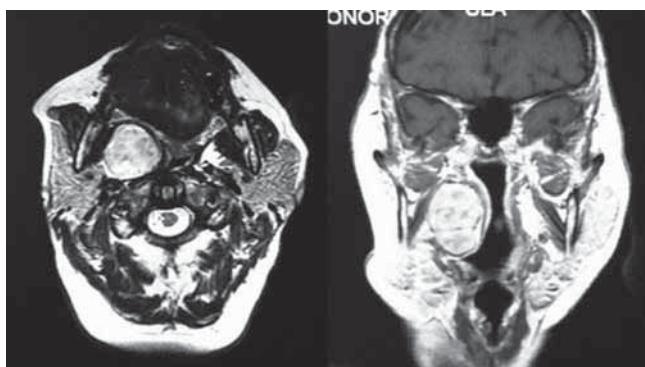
Corte axial y coronal de la lesión en secuencia T2 de resonancia magnética.
